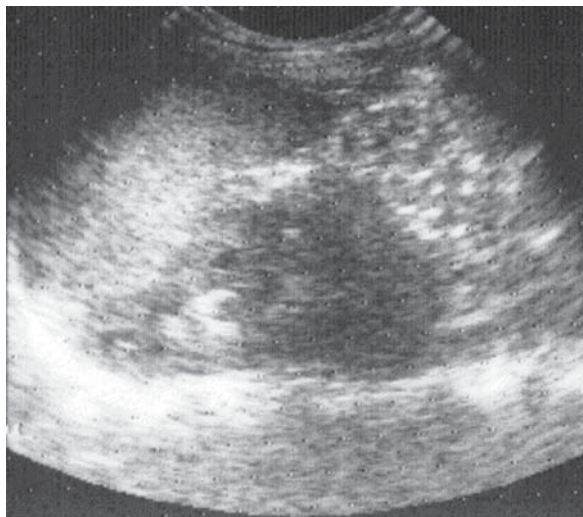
Abces renal care a depășit capsula renală. Ecografie, secțiune longitudinală.
